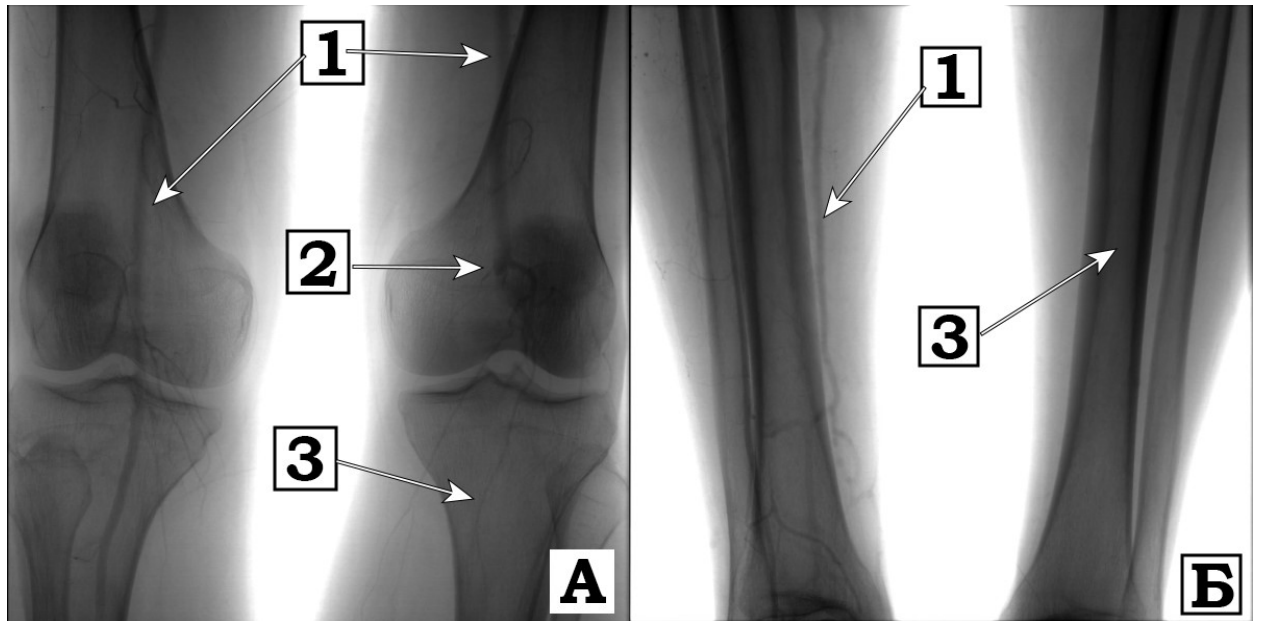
Прямая рентгеноконтрастная ангиография у больного с острой эмболией левой подколенной артерии. А – ангиограмма на уровне щели коленного сустава; Б – ангиограмма дистального русла. 1 – контрастное вещество в просвете непораженных артерий, 2 – проксимальная граница эмбола в просвете подколенной артерии, 3 – отсутствие контрастирования дистального артериального русла.
